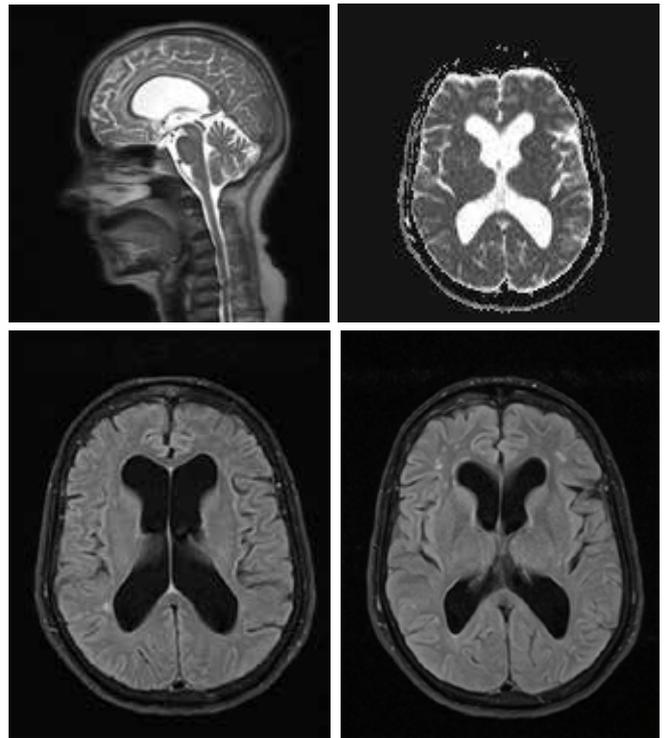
Imágenes de RM (arriba T2, difusión; abajo T1).
